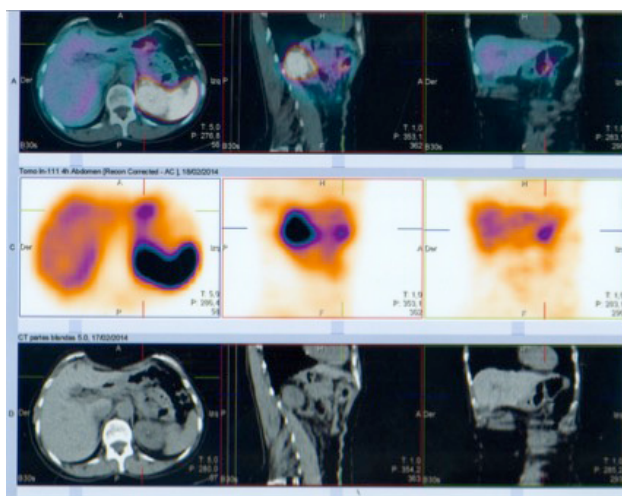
SPECT-CT en proyección axial, lateral y coronal, con captación patológica en epigastrio de un TNEG (flechas).
